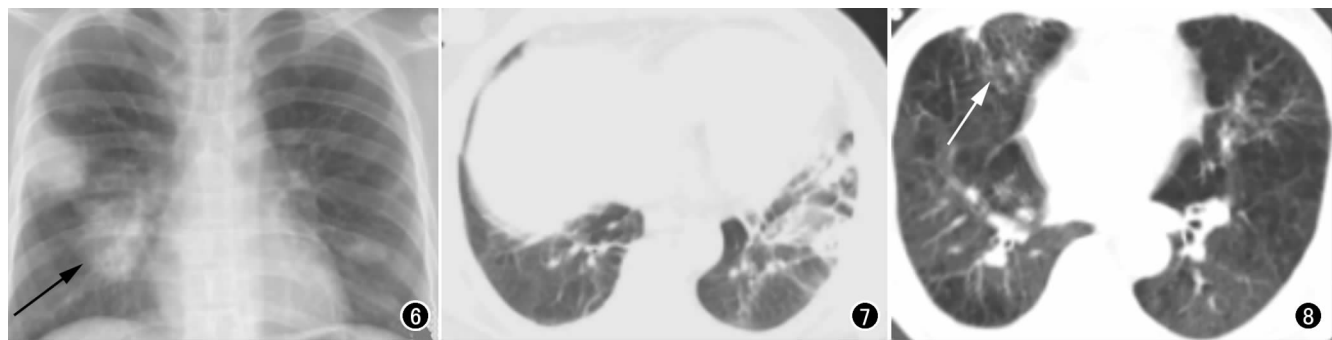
非 AIDS 肺毛霉菌病。胸部 X 线正位片示双肺多发渗出性病灶(箭)。 图 7 非 AIDS 肺毛霉菌病。CT 扫描示双下肺多发渗出性病灶。 图 8 CT 扫描示双肺气肿合并右中肺及左下肺多发渗出性病灶(箭)。
